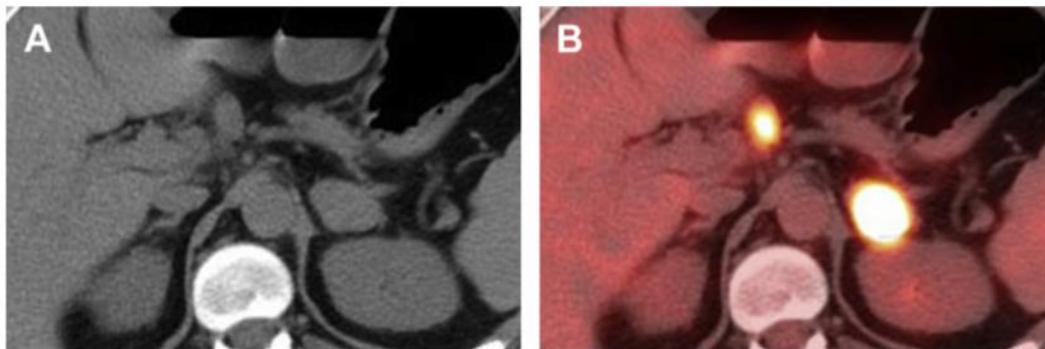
Imagen que muestra a) TAC sin contraste con masa izquierda de 3.2cm y 32 UH y b) PET-CT con aumento de captación de FDG en dicha masa y en adenopatía, consistente con metástasis adrenal, en este caso por un cáncer de pulmón.
